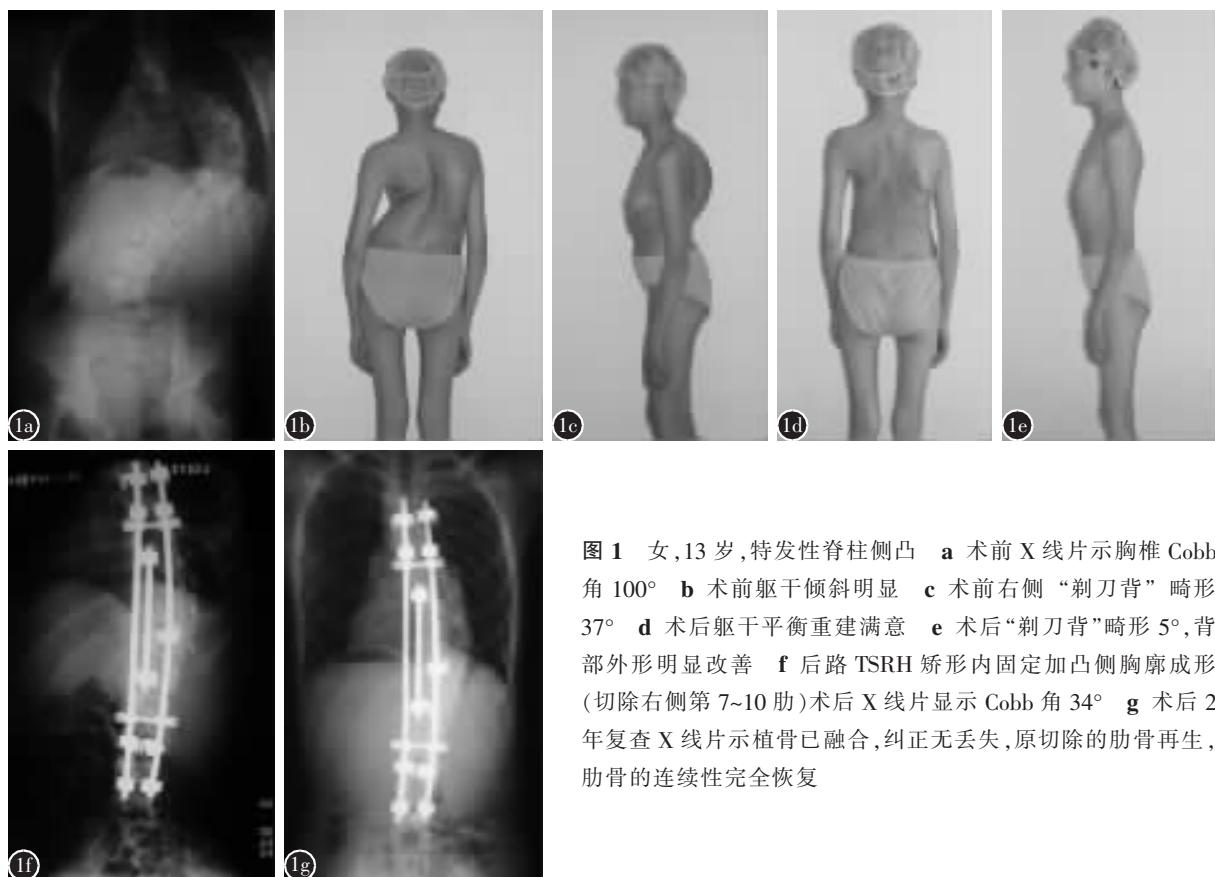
女,13岁,特发性脊柱侧凸 a 术前X线片示胸椎 Cobb 角 100° b 术前躯干倾斜明显 c 术前右侧“剃刀背”畸形 37° d 术后躯干平衡重建满意 e 术后“剃刀背”畸形 5°,背部外形明显改善 f 后路 TSRH 矫形内固定加凸侧胸廓成形(切除右侧第 7~10 肋)术后 X 线片显示 Cobb 角 34° g 术后 2 年复查 X 线片示植骨已融合,纠正无丢失,原切除的肋骨再生,肋骨的连续性完全恢复
